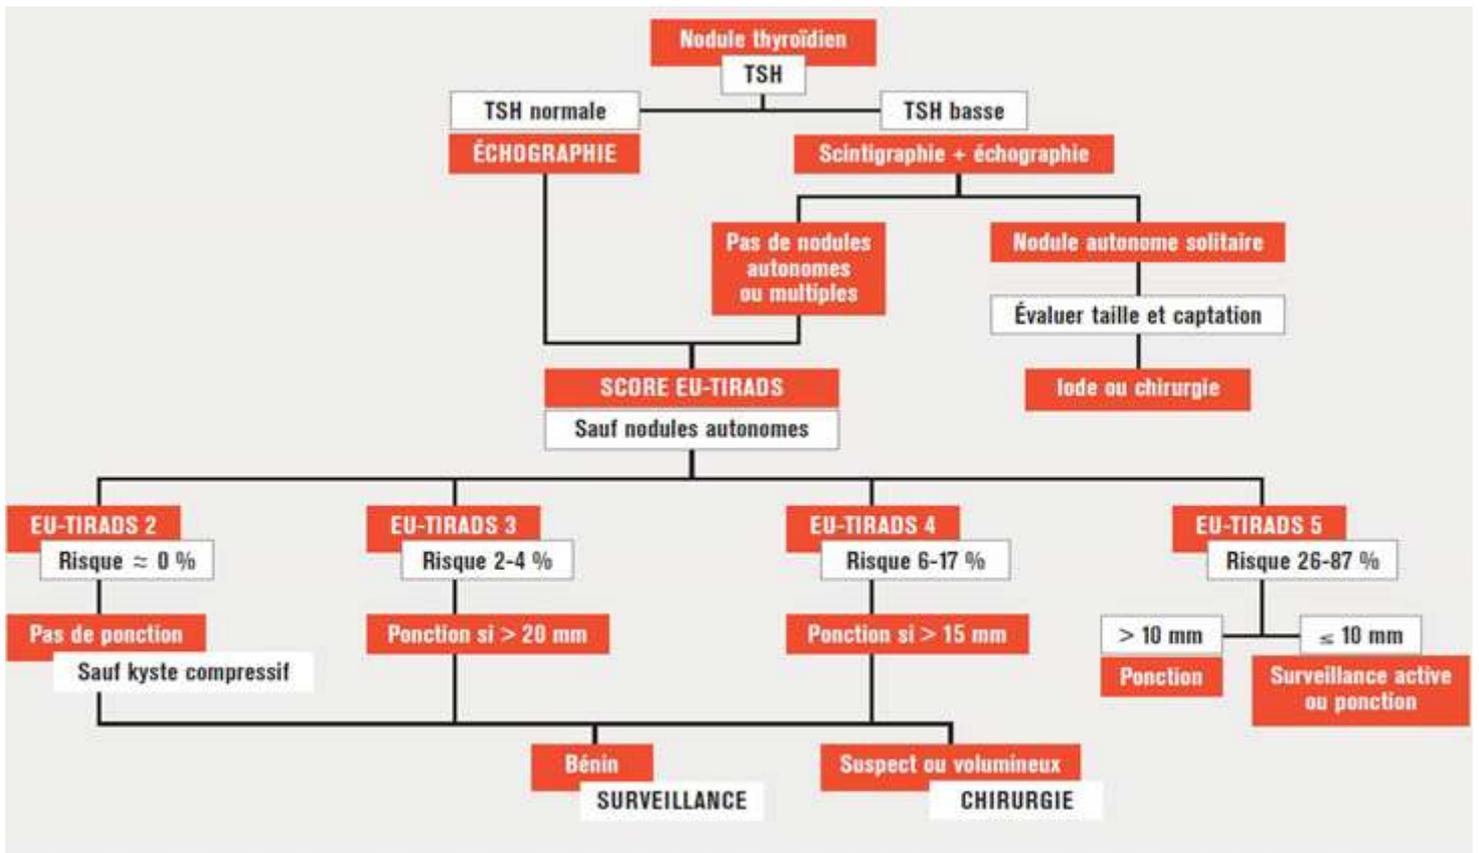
Algorithme de prise en charge d'un nodule thyroïdien fondé sur la thyroïdostimuline (TSH) et les données échographiques et scintigraphiques. Les facteurs de risque cliniques sont à prendre en compte également.
